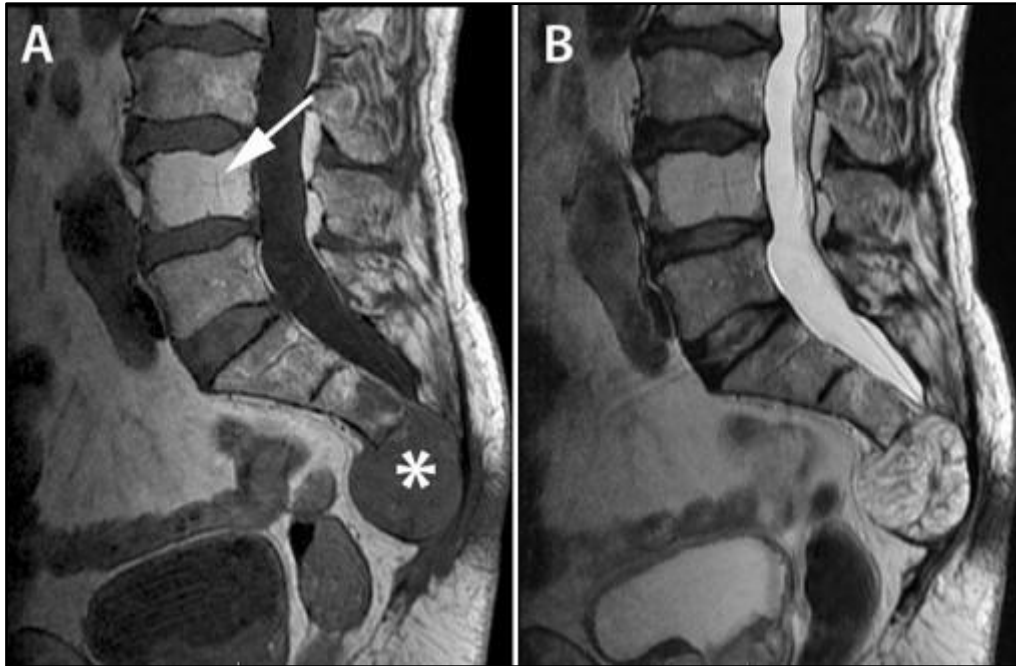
Chordome du sacrum (étoile). IRM en coupe sagittale hyposignal T1 (A) et hypersignal T2 (B), avec infiltration des dernières pièces sacrées et du coccyx. Envahissement des espaces pré-sacrés et épiduraux. L4 apparaît hémangiomateuse (flèche). *George et al. 2013*
